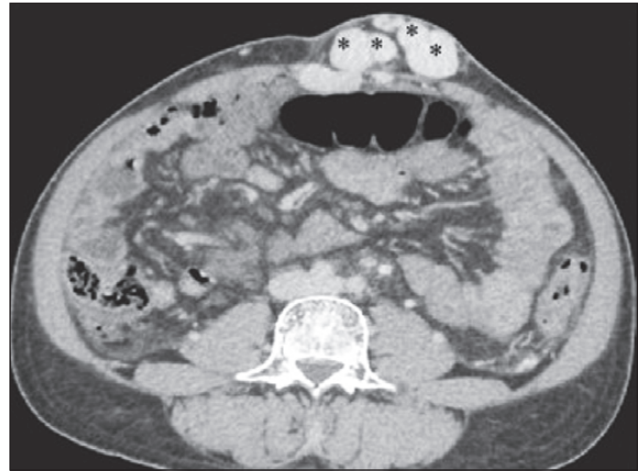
Контрастно-посилена КТ: «голова медузи», множинні навколупупкові варикозні вени черевної стінки (зірочки) ([29], ліцензія CC BY-NC 4.0)
